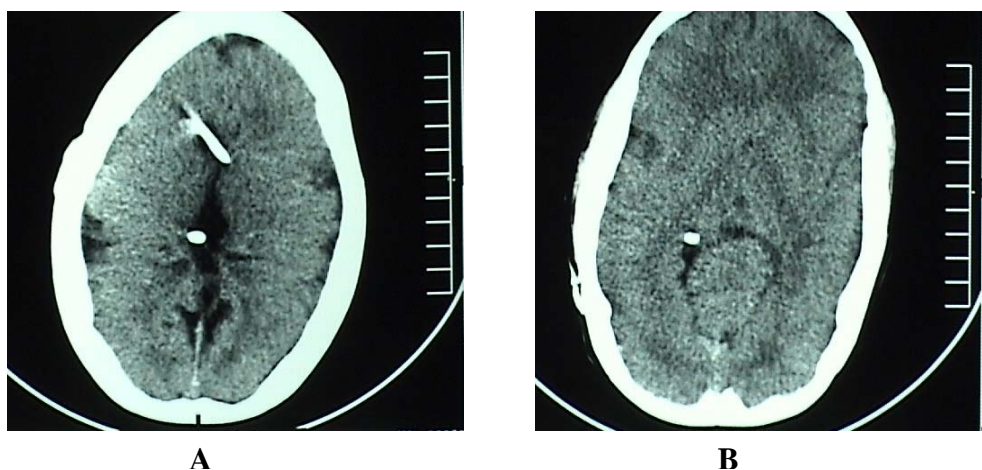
Imágenes de tomografía de JB del 2005 A) Muestra ventrículos en hendidura, al igual que el último sitio de derivación frontal derecho. B) Se observa claramente la diferenciación entre la sustancia blanca y la sustancia gris, la ausencia del CC, así como cambios estructurales sugestivos a Arnold Chiari tipo II.
